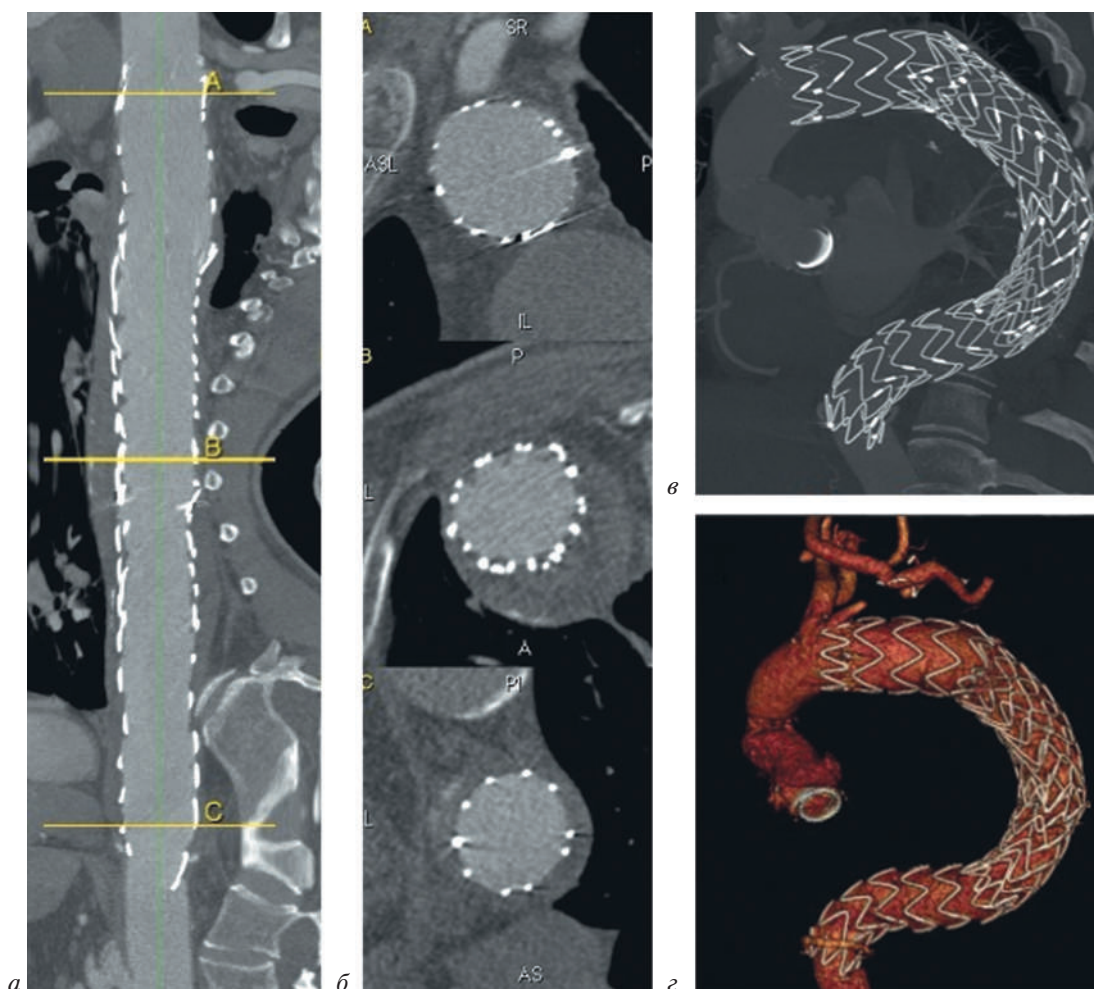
Контрольная МСКТ-аортография через месяц после операции TEVAR. Подтекания не визуализируются:
